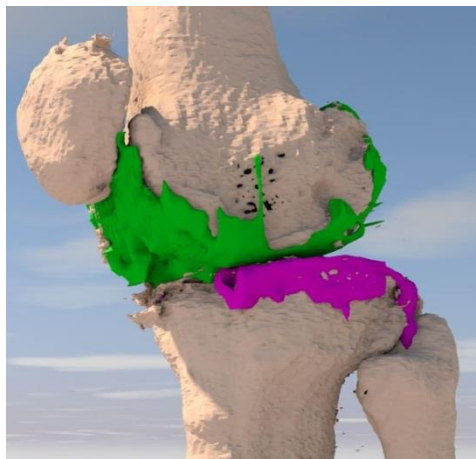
Визуализация хрящевых структур коленного сустава. Виртуальное совмещение, основанное на данных КТ и МРТ
